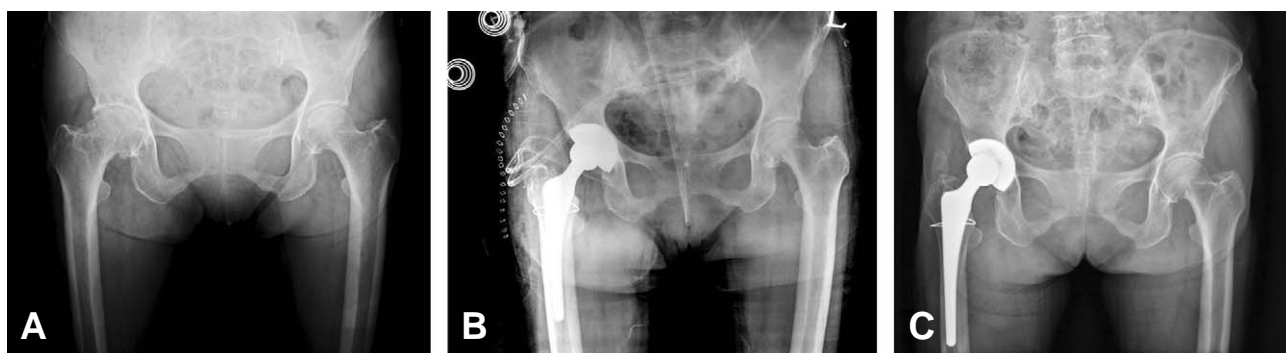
(A) Radiographs of 67-year-old woman with primary osteoarthritis of the hip joint. Note that the joint space narrowing of hip and marginal bony spurs. (B) An immediate postoperative radiograph shows good position and alignment of the cup and stem. (C) 9 years later postoperatively, Patient was free of pain and achieved full ROM in the hip joint and shows stable fixation of cup without osteolysis.
